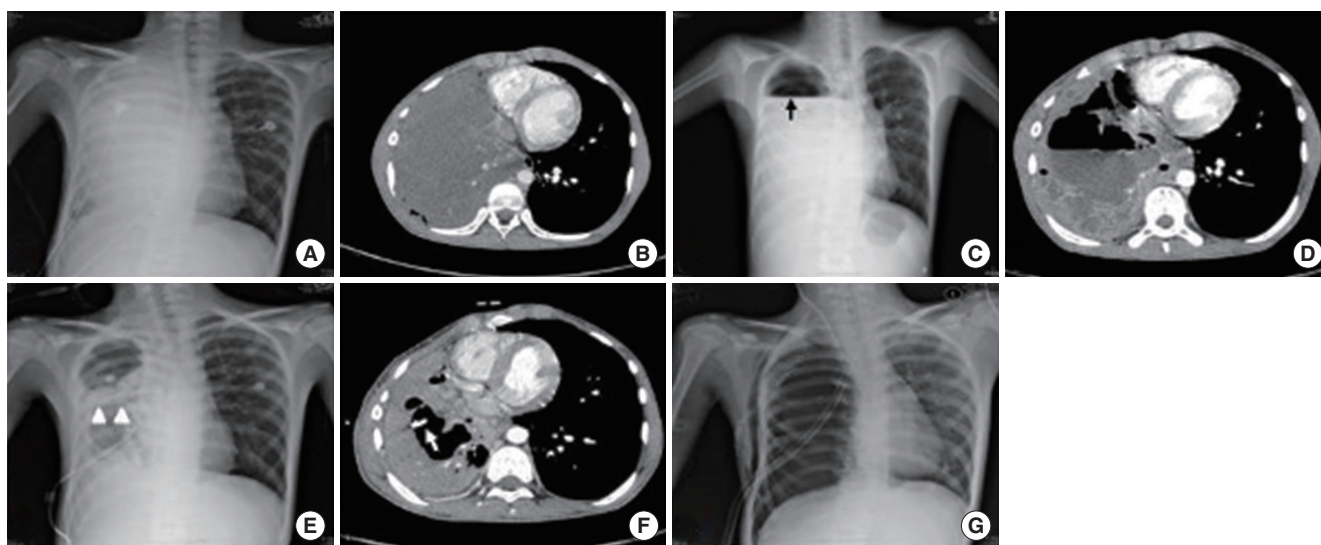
A 16-year-old male with diagnosed with combined infection of *Mycoplasma pneumoniae* and *Streptococcus pneumoniae* (patient #17 in Table 1). He was underwent right lobectomy previously. Plain radiograph and chest computed tomography (CT) (A, B) which obtained at the time of admission show consolidation in the remained right middle lobe and right lower lobe. Large areas of low attenuation may represent necrotizing pneumonia. After 10 days, plain radiograph (C) reveal total haziness in the right hemithorax and air-fluid level in the right upper lung field (black arrow). On CT scan (D), a cavitory lesion was appeared in the right hemithorax. Note the air-fluid level within the cavitory lesion which may suggest lung abscess. Plain radiograph and CT scan which acquired after 13 days of admission (E, F) show interval decrease of abscess cavity (white arrowheads) in its extent after percutaneous placement of thoracostomy catheter (white arrow) for drainage of lung abscess. In spite of conservative treatment, however, the patient was underwent right pneumonectomy (G).
